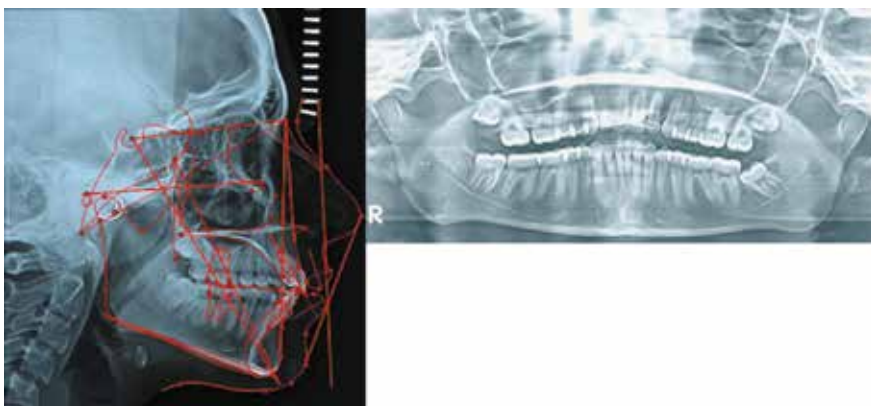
Характер роста не изменен. Данные результаты подтверждались цефалометрически. Ортопантомограмма показала достаточную параллельность корней; цефалометрический анализ указал на то, что угол нижней челюсти оставался неизменным (Go-Gn to SN-310)
